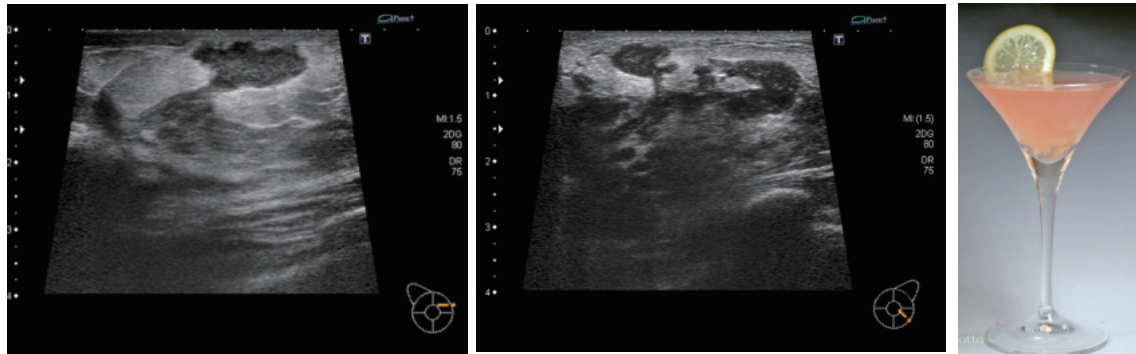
やや進行したGMに特徴的な超音波画像所見 カクテルグラス様所見
